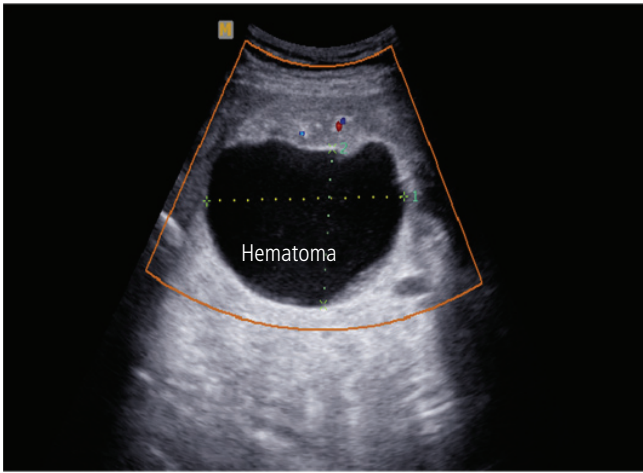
Transabdominal ultrasonography shows 90×70 mm sized concealed hematoma between left uterine wall and placenta.
